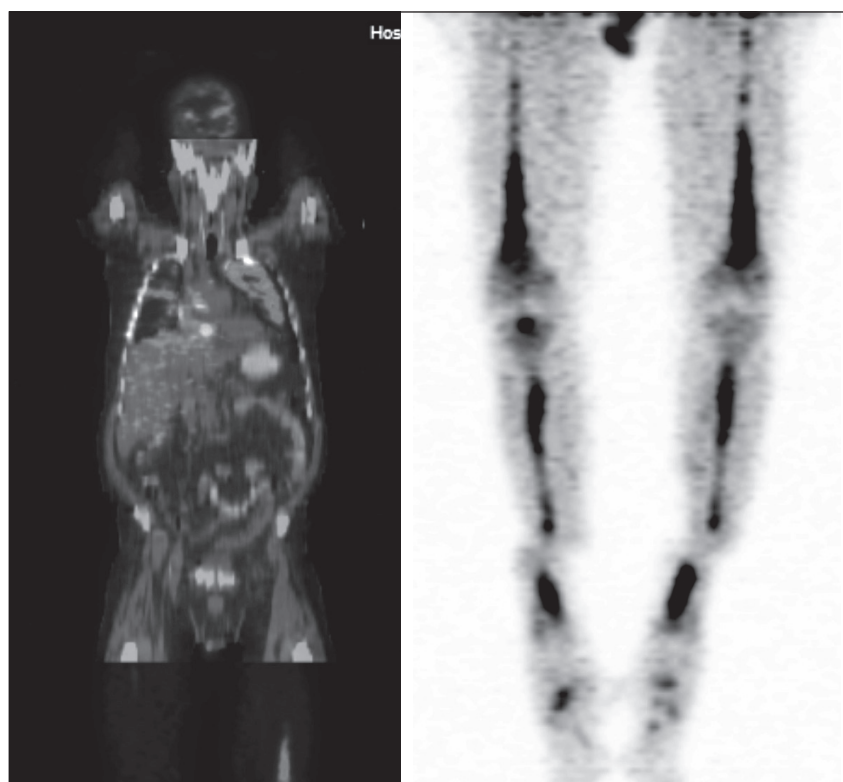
PET-TC Estudios de extensión de enfermedad.
